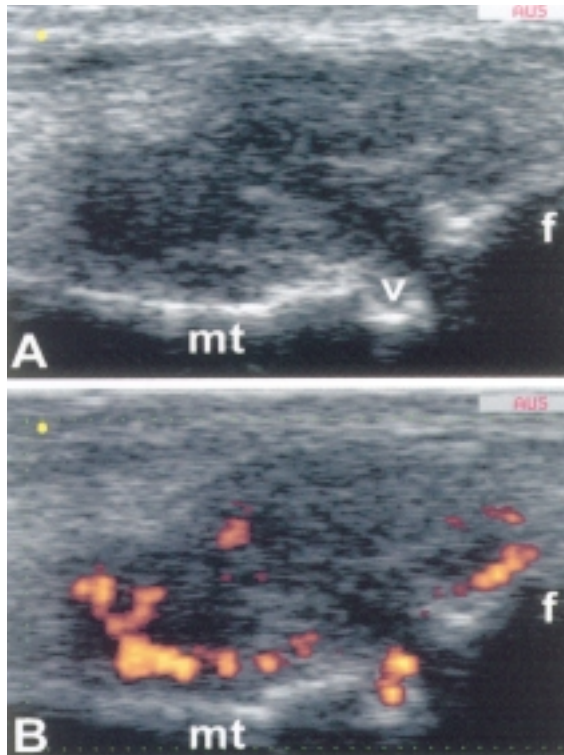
Articolazione metatarsofalangea dell'alluce destro. Scansioni longitudinali dorsali. Sonda lineare da 13 MHz con frequenza Doppler 7 MHz. A. Distensione della capsula articolare con espressioni di proliferazione sinoviale. B. Aumento del segnale power-Doppler di grado medio in corrispondenza di aree di ipertrofia sinoviale. mt = testa metatarsale; f = falange prossimale; > = erosione.
